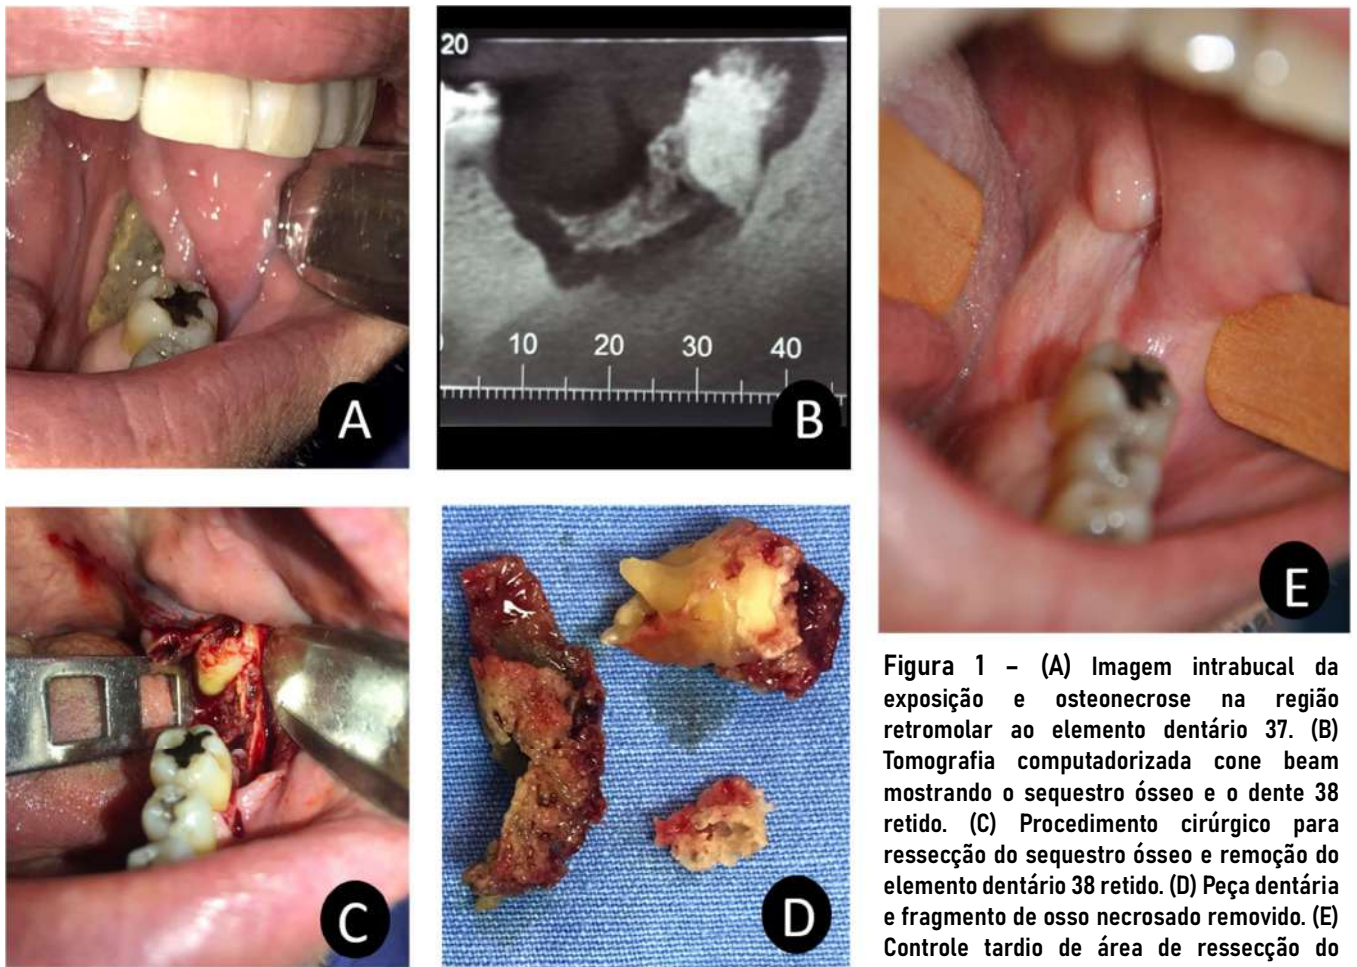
(A) Imagem intrabucal da exposição e osteonecrose na região retromolar ao elemento dentário 37. (B) Tomografia computadorizada cone beam mostrando o sequestro ósseo e o dente 38 retido. (C) Procedimento cirúrgico para ressecção do sequestro ósseo e remoção do elemento dentário 38 retido. (D) Peça dentária e fragmento de osso necrosado removido. (E) Controle tardio de área de ressecção do sequestro ósseo.
